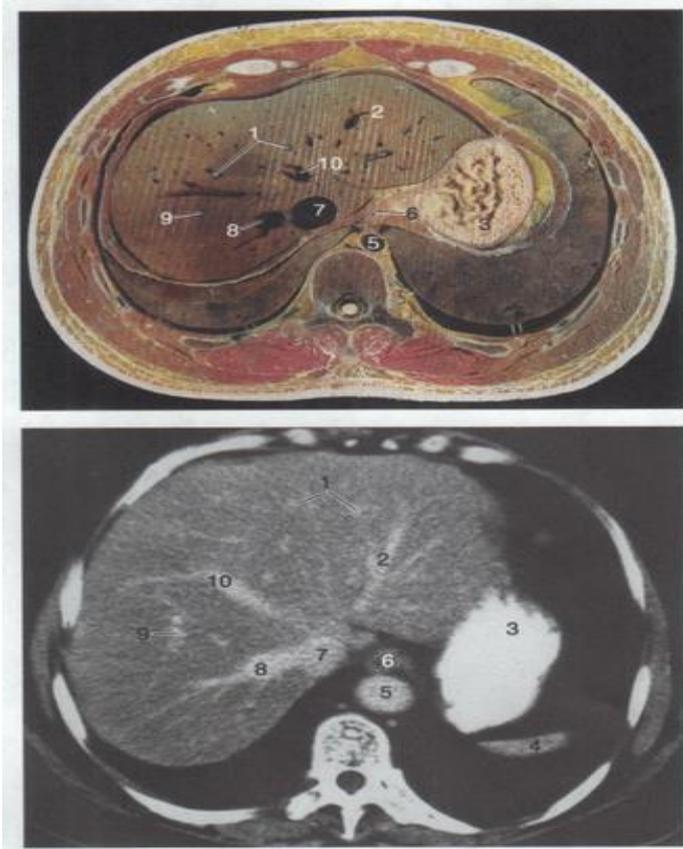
1 经食管裂孔和胃底的横断层及 CT (增强) 图
